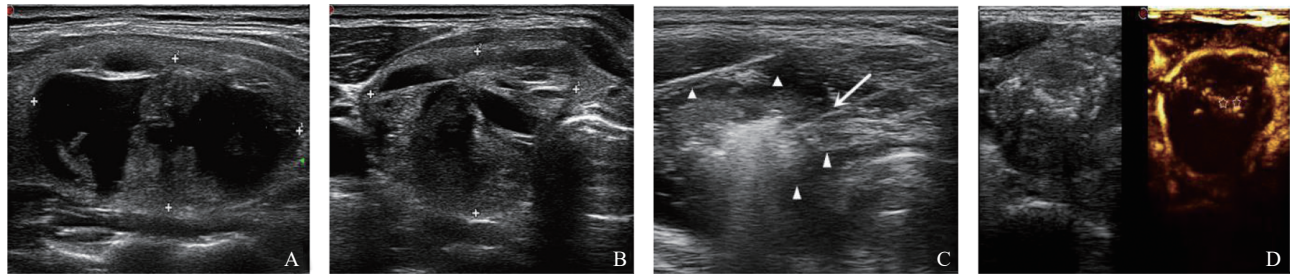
甲状腺囊性为主结节射频前、术中常规超声及超声造影表现
